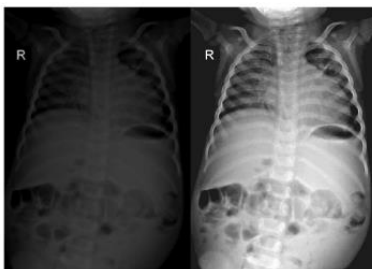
Comparação entre radiografia padrão descrita como filme de tela e a digital. A radiografia padrão apresenta-se a esquerda e a digital à direita. Fonte: Zennaro et al., 2013
